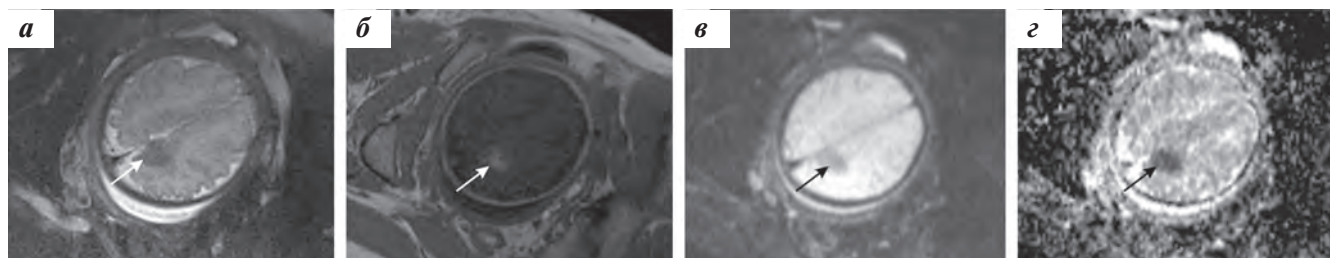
МРТ головного мозга плода без контрастного усиления на 35-й неделе гестации. На аксиальных изображениях определяется зона патологического МР-сигнала, локализованная перивентрикулярно заднему рогу правого бокового желудочка: гипоинтенсивная на *T2*-ВИ (а) и гиперинтенсивная на *T1*-ВИ (б), с признаками ограничения диффузии умеренной степени: в – DWI; г – ADC
